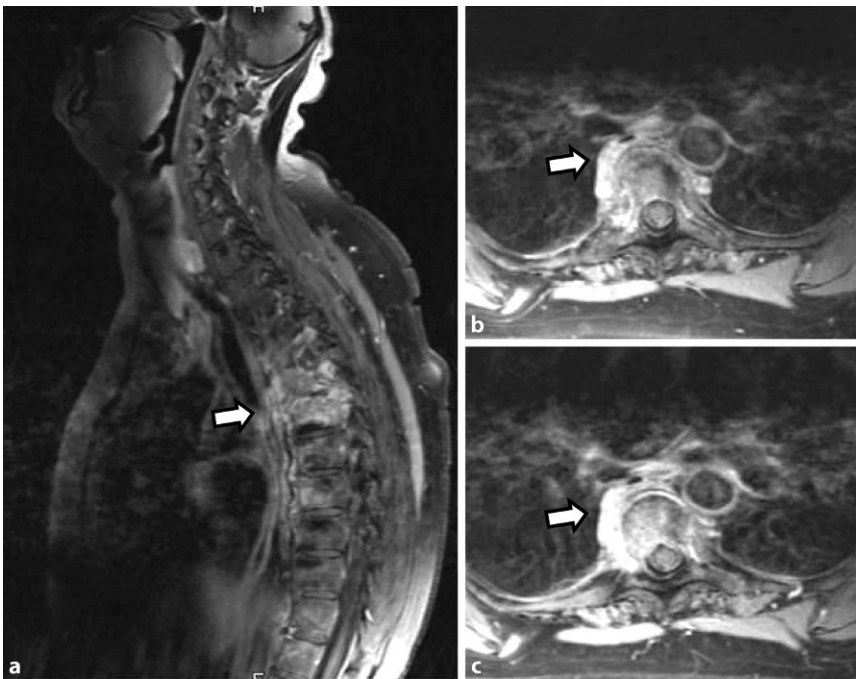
▲ Spondylitis hyperostotica mit ausgeprägten ventralseitigen hyperostotischen Knochenbrücken und -schalen an den Wirbelkörpern (MRT: a Längsschnitt; b, c Querschnitt)
